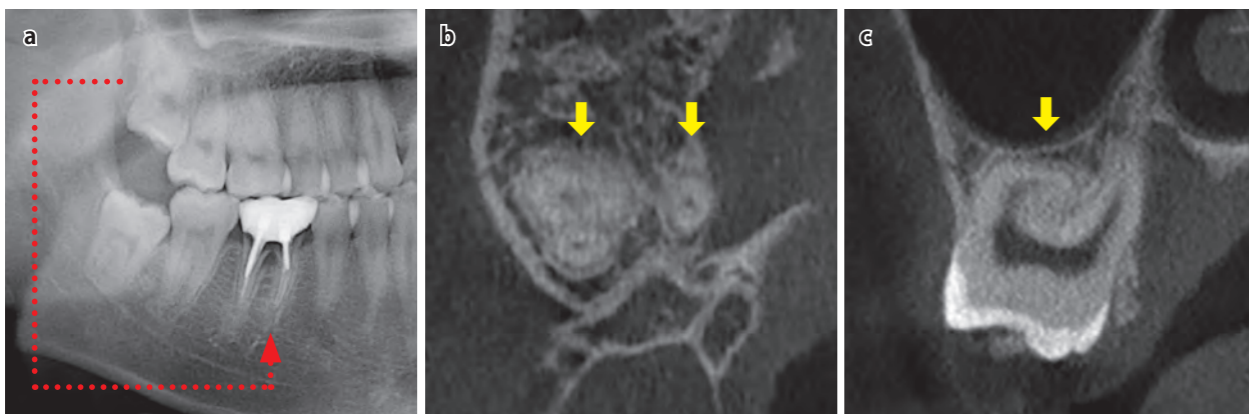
~c ■8]をドナーとして6]に移植を計画した。パノラマエックス線写真では8]の根形態は不明瞭だったが(a)、CBCTでは頬口蓋側に根が離開していた(b:矢印)。また、近心頬側根の形態も過度に湾曲していたため(c:矢印)、ドナーとしては使用不可と判断した。
